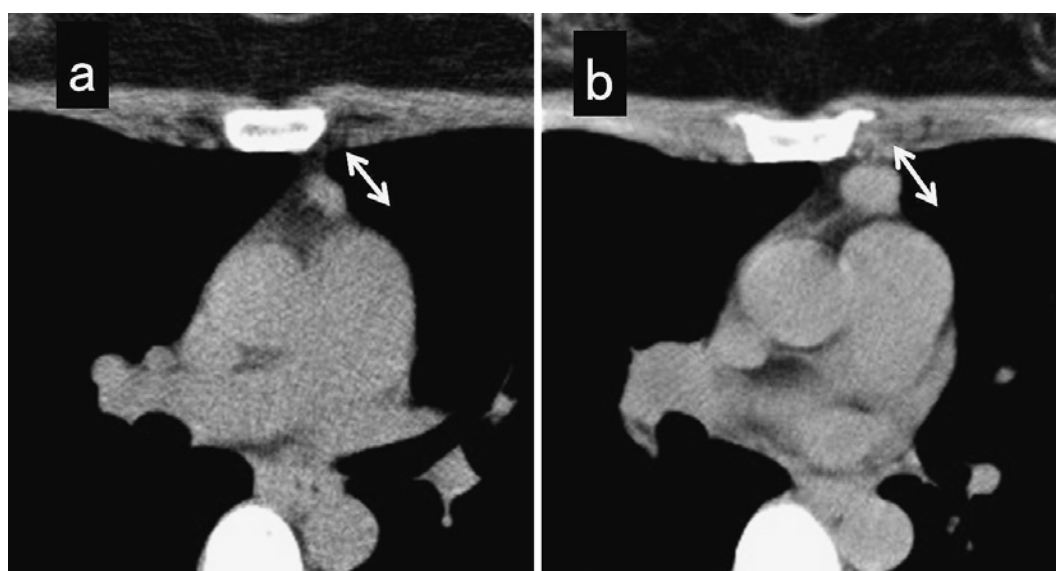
Chest computed tomography shows a well-circumscribed nodule in the anterior mediastinum. The nodule gradually grew from a size of $15 \times 12 \times 7$ mm (a) to $20 \times 18 \times 14$ mm (b).
